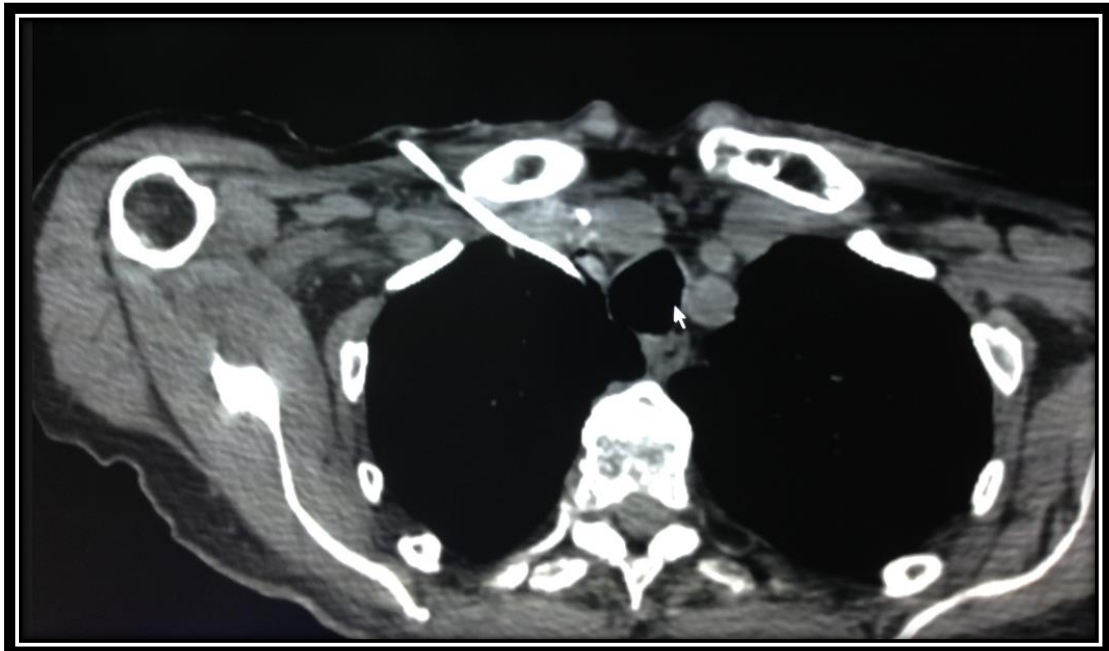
Une coupe TDM thoracique montrant un catheter en intapleural droit.
